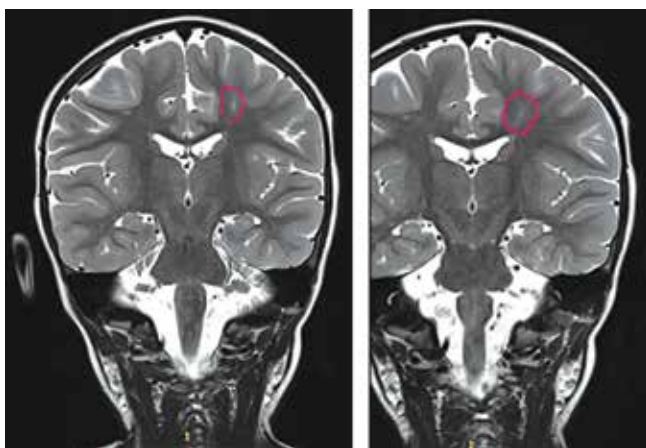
Пациентка 2 (2016 г.р., возраст — 4 года). Диагноз: генетическая эпилепсия, обусловленная микроделецией, включающей ген CDKL5 (G40.8). Высокорастворимая магнитно-резонансная томография (СПб., ЛДЦ МИБС, апрель 2019 г.): зона повышения сигнала в режиме T2WI и FLAIR в левой лобной области линейной формы, напоминающей трансмантийный знак, как косвенный признак фокальной кортикальной дисплазии (указана красным кругом). Однако структурные изменения не достигают непосредственно коры головного мозга, которая в этом месте четко дифференцируется от белого мозгового вещества. Наиболее вероятно — линейная зона нарушения миелинизации
